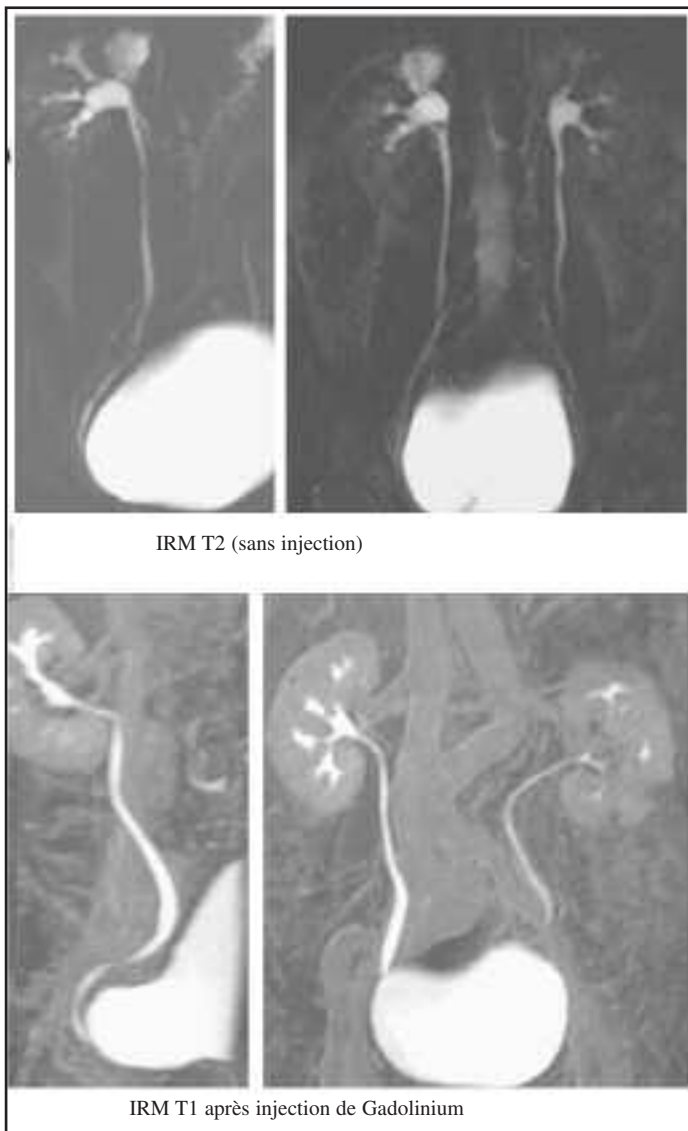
IRM : exploration de la voie excrétrice
